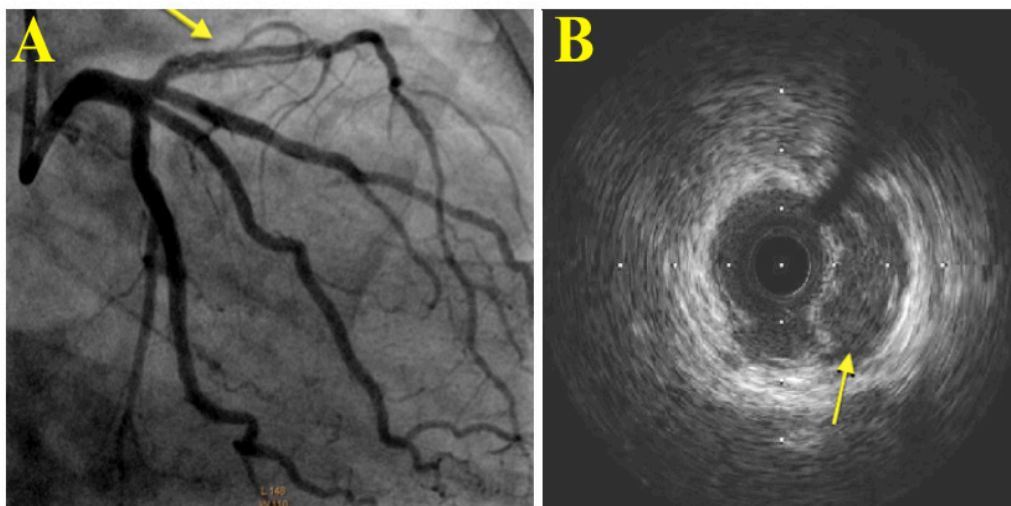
A - Angiografia coronária da artéria coronária esquerda apresentando dissecção no terço proximal e médio da artéria descendente anterior esquerda (seta). B - Ultrassonografia intracoronária com sinal de duplo lúmen na artéria descendente anterior esquerda (seta).
